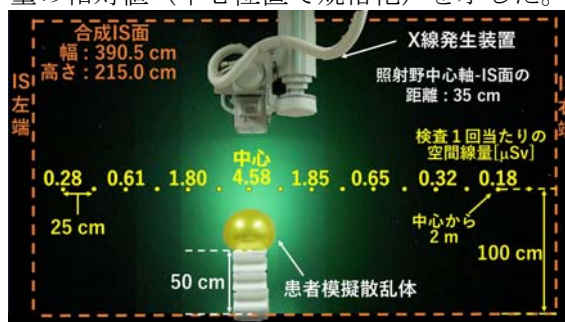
散乱X線によるISの発光（合成写真）と空間線量
